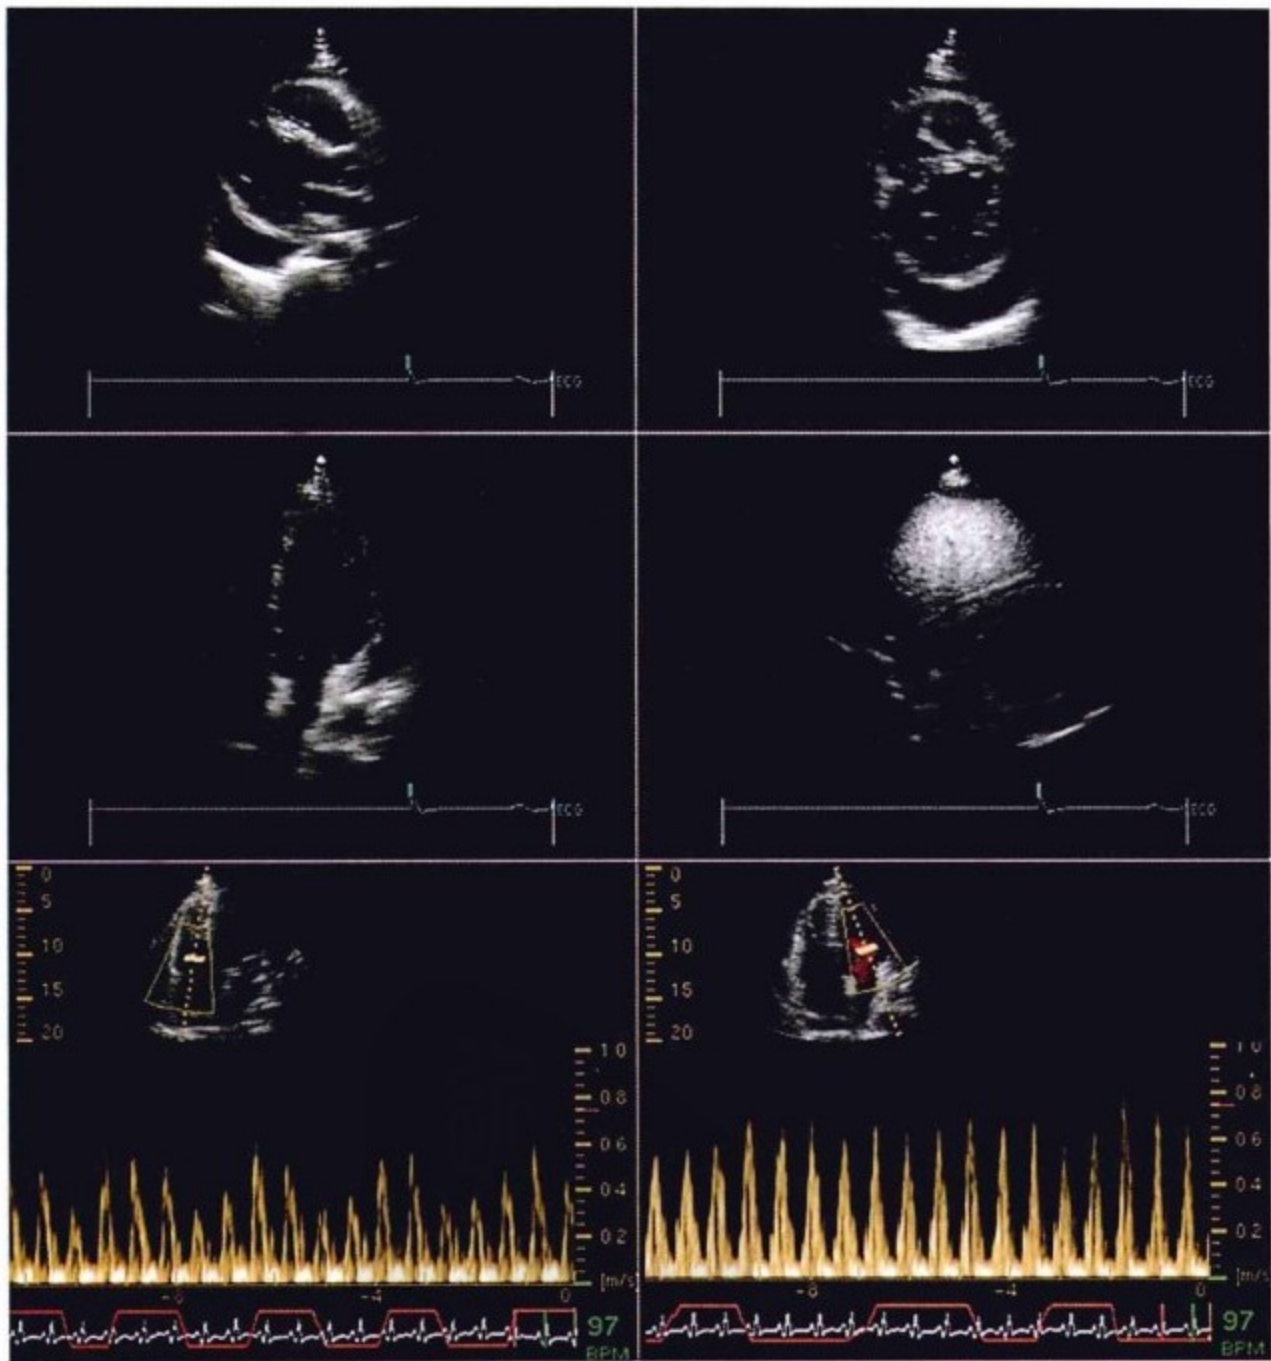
临床心包炎复发时行经胸超声心动图检查示少到中等量积液,主要局限于心脏的后壁和左侧壁,无右侧心腔塌陷(上层两幅及中间左幅图)。肋下图显示脏层和壁层心包增厚(中间右图)。下层左幅图,三尖瓣口流入道。下层右图,二尖瓣口流入道。随呼吸节律三尖瓣口流入有周期性变化(轻度增加),但二尖瓣流入正常(更少)。二尖瓣流入没有增加表明没有心包压塞或渗出-缩窄的压缩状态存在。
